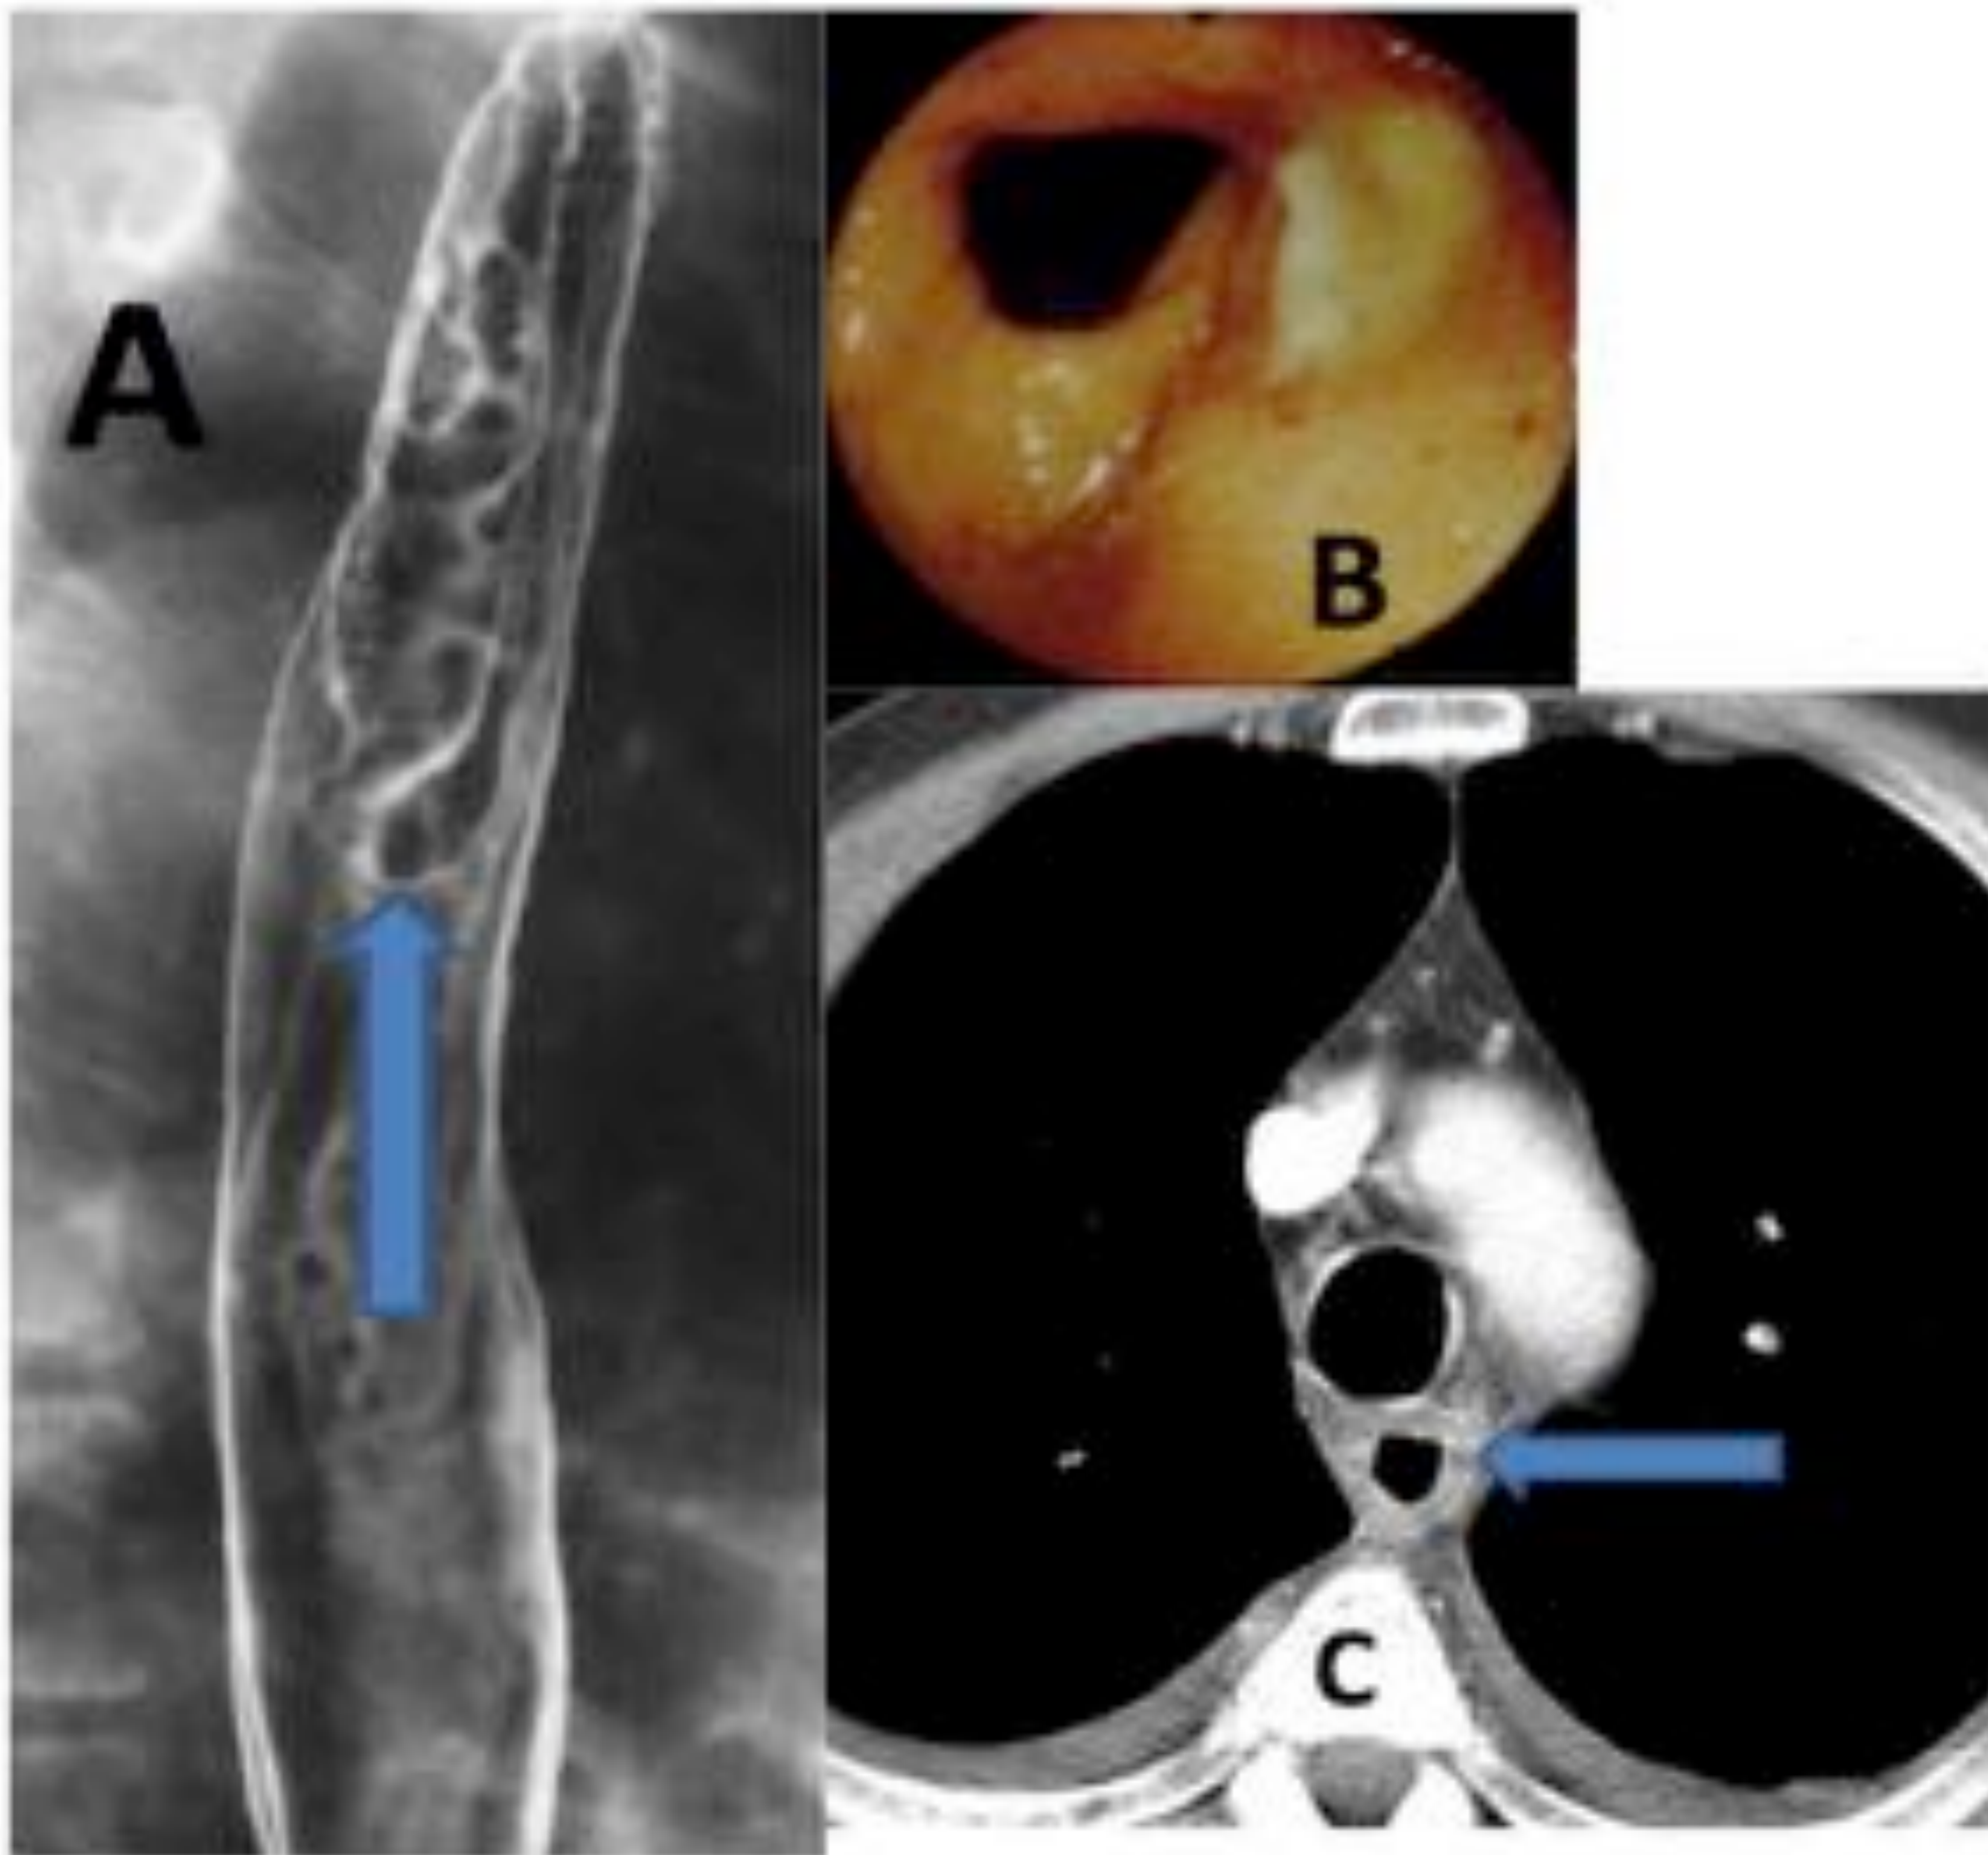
Behçet. En el esofagograma (A) y en la endoscopia (B) se objetiva una gran úlcera. El TC (C) muestra marcado engrosamiento mural con un área de baja atenuación (flecha).
